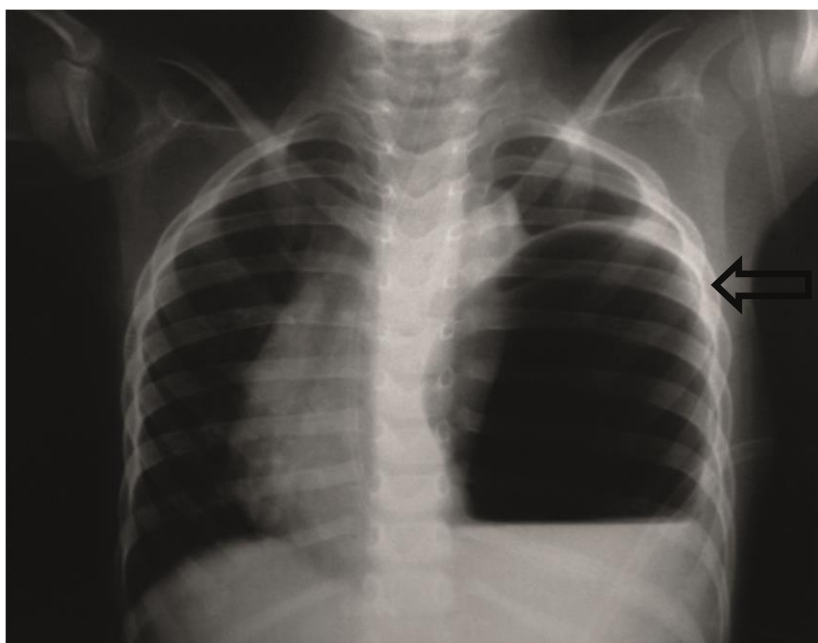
Radiografia de tórax em PA com imagem sugestiva de pneumotórax. É observada área hipertransparente ocupando 2/3 inferiores do hemitórax esquerdo e ocasionando desvio de mediastino para o lado contralateral. Dreno (seta) posicionado na porção inferior do hemitórax esquerdo.
